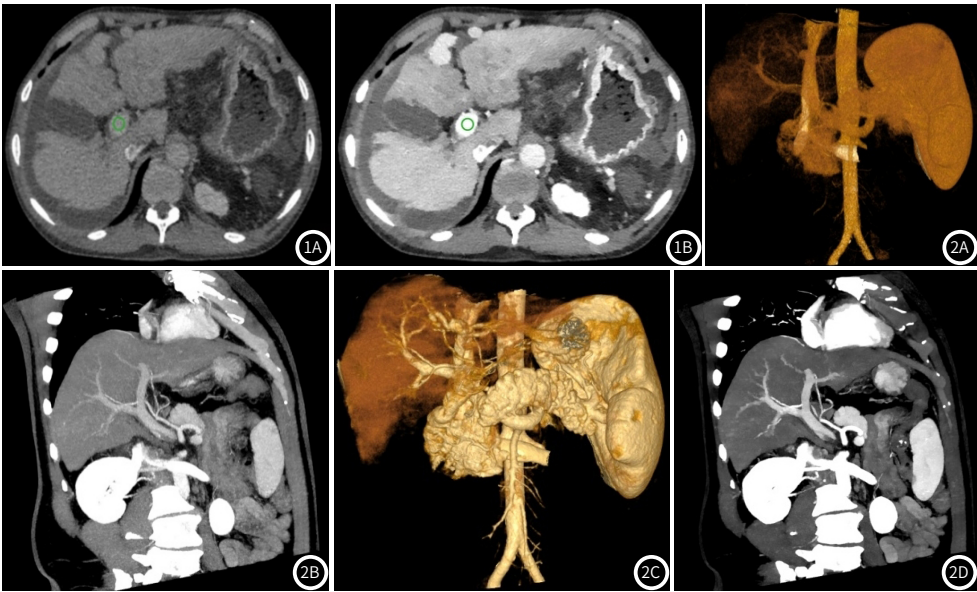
图1B 男, 56岁, 乙型肝炎肝硬化, 门静脉的ROI位于门静脉主干, ROI面积33.49mm²。图1A 120KVp CT值114.2HU, 门静脉SD 23, 同层肝实质CT值100HU, 肝实质SD 18。图1B 40keV CT值316.8HU, 门静脉SD 22.7, 肝实质210.1HU, 肝实质SD15.6。
